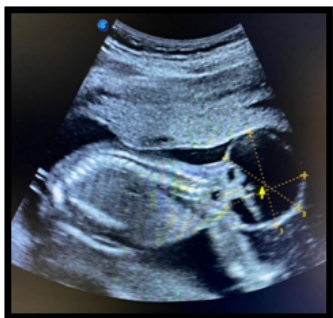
Ecografía morfológica del segundo trimestre, en el cual se evidenció un corte sagital del feto con integridad de la columna vertebral.
